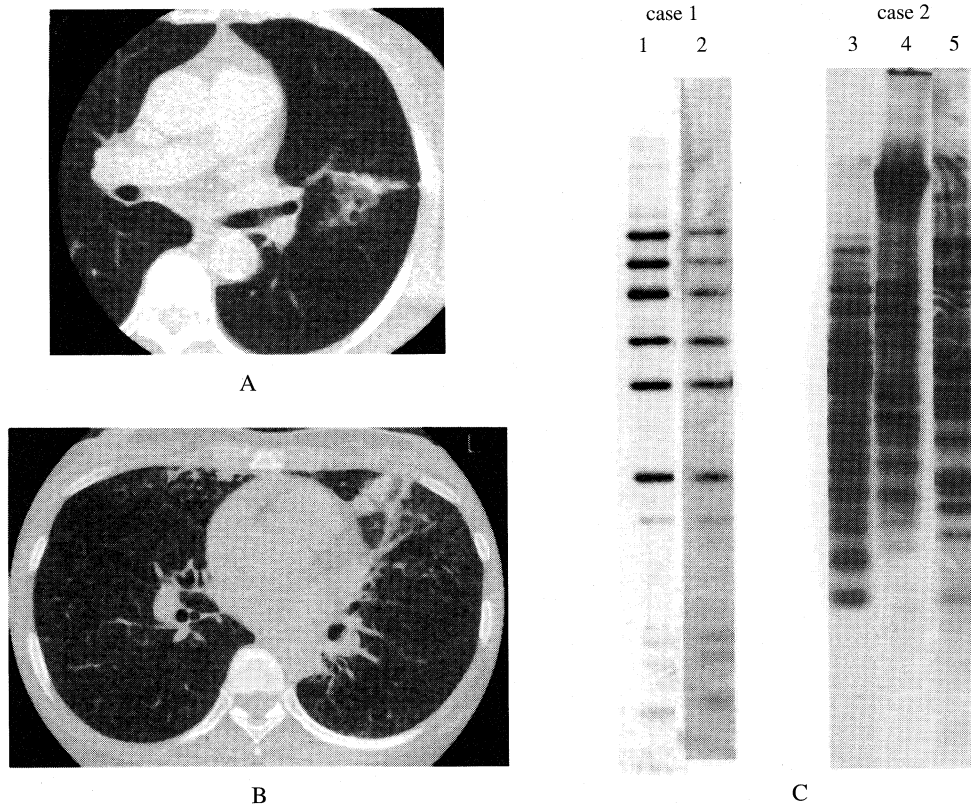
(A) CT scan of case 1, (B) CT scan of case 2, (C) Lane 1, 2 RFLP patterns of subclones of isolate from case 1. Lane 3, 4, 5 RFLP patterns of subclones of isolate from case 2
